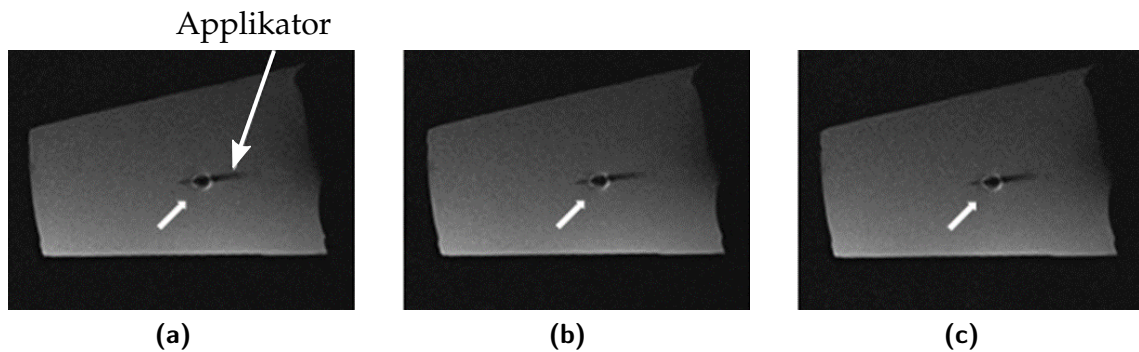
MRT Aufnahmen (TSE-Sequenz) des Leistungstest des Resonator-basierten Dual-Mode Applikators in dem Agarose Gel Phantom. Der Test wurde (a) ohne Leistung sowie mit einer Leistung von (b) 100 m W und (c) 500 m W durchgeführt.
